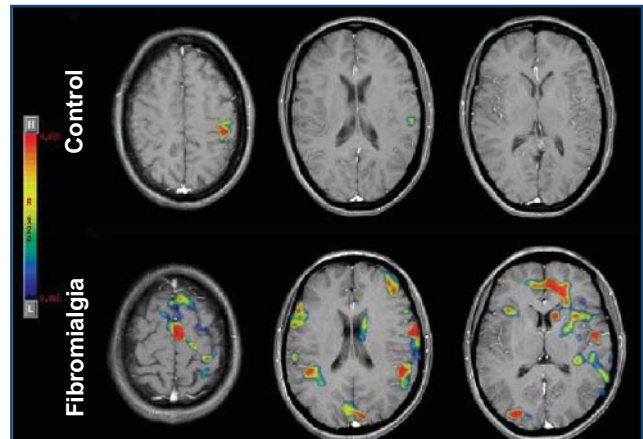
Cortes axiales de resonancia magnética funcional. En la porción superior de la figura se muestran los resultados de la activación funcional cerebral de un voluntario sano en respuesta a 4 kg de peso. Se pueden observar cambios significativos únicamente en el área sensitivo-motora contralateral al dedo pulgar estimulado. En la porción inferior de la figura se muestran los resultados de la activación funcional cerebral de un paciente con diagnóstico clínico de fibromialgia. Se observa un patrón de activación de las regiones cerebrales involucradas, normalmente, en la respuesta al dolor. Los cambios fueron significativos en distintas áreas del lóbulo parietal (corteza somatosensorial primaria y corteza somatosensorial secundaria) y del lóbulo frontal, en la ínsula, en los opérculos y en la región de la corteza cingulada anterior.
